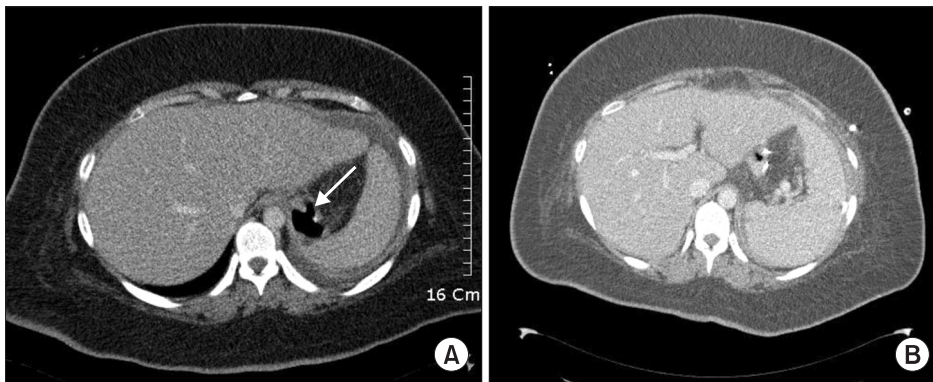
Abdominal computed tomography findings. (A) Leak at anastomosis site are seen on postoperative day 19 (arrow). (B) Leak is not improved in spite of percutaneous drainage.
